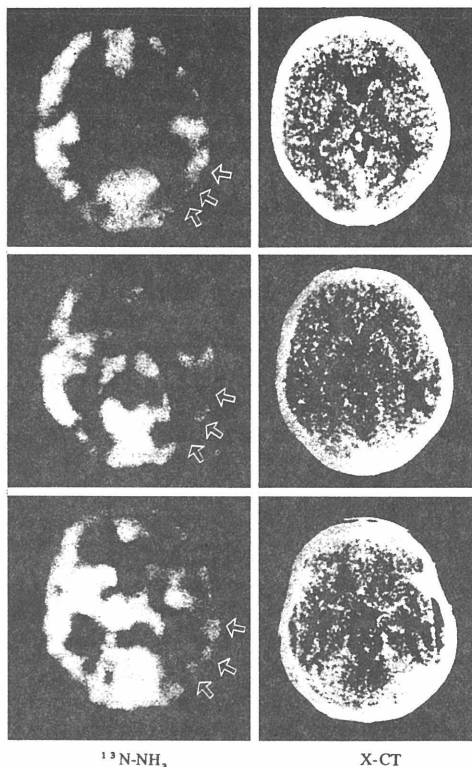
Case 5: Astrocytoma grade II. $^{13}\text{N-NH}_3$ images and X-CT images. Slightly decreased accumulation in the right temporal area indicated by arrows.
